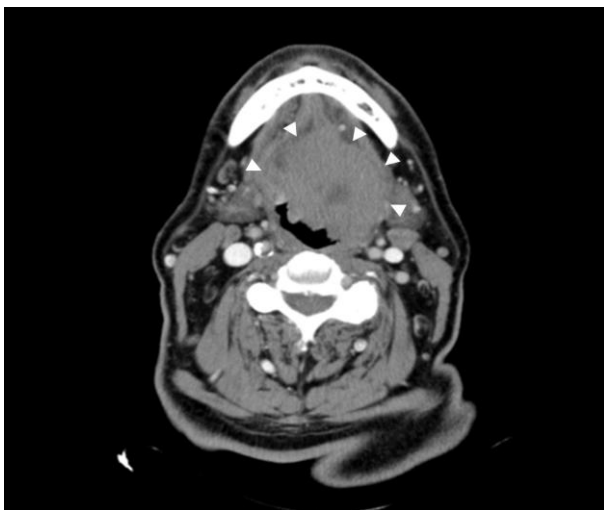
Corte axial de tomografía computarizada que muestra una masa submucosa localizada en la base de la lengua (cabezas de flecha), con zonas hipodensas de necrosis.
